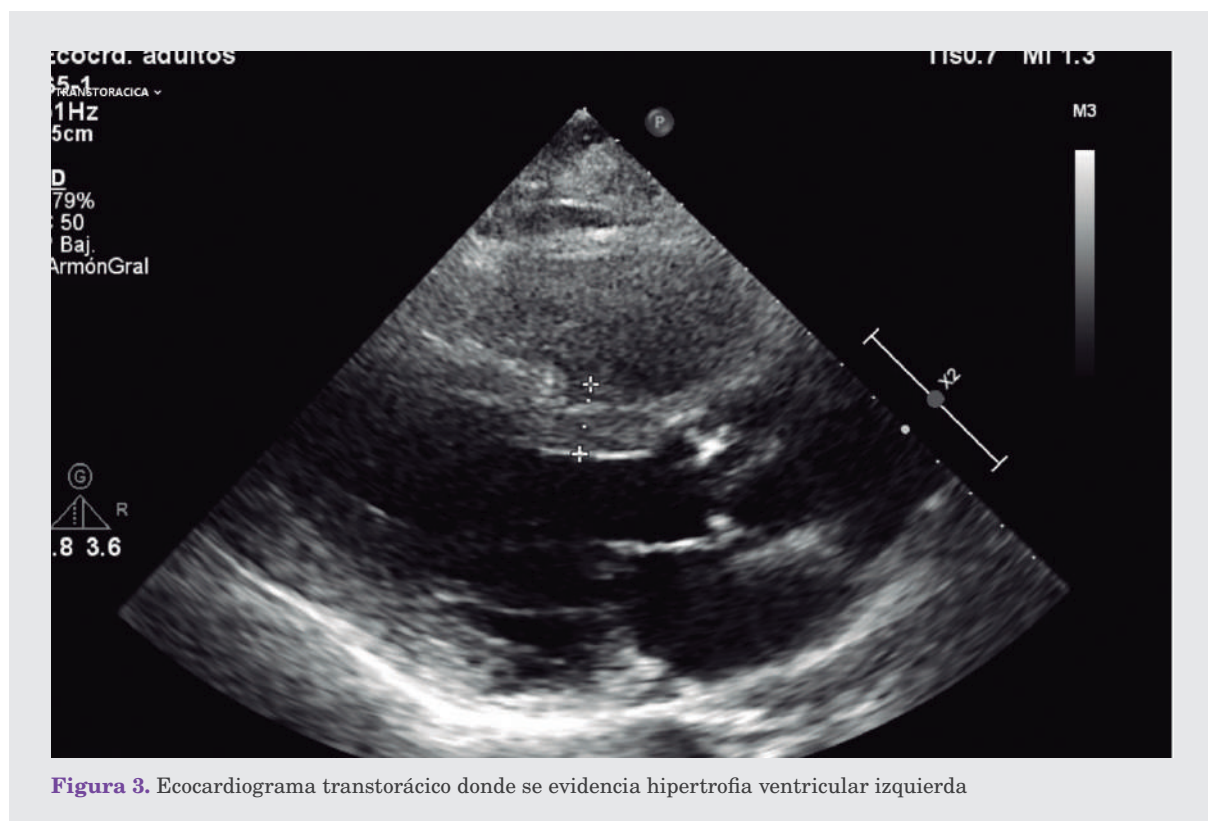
Ecocardiograma transtorácico donde se evidencia hipertrofia ventricular izquierda
